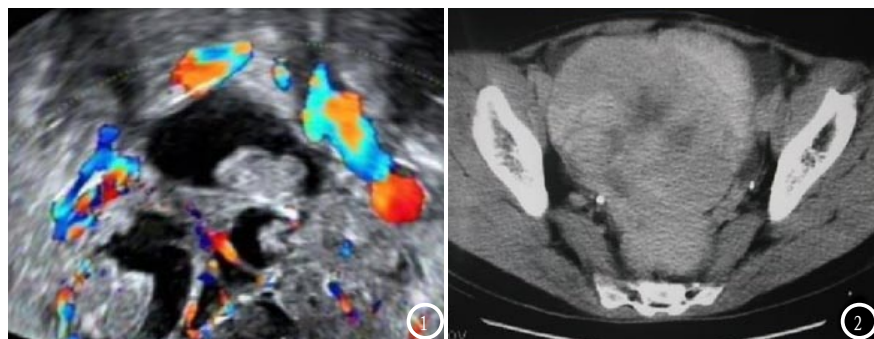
彩色多普勒超声图像显示浆液性囊腺瘤囊壁、分隔及实性区见丰富的条状血流信号;
